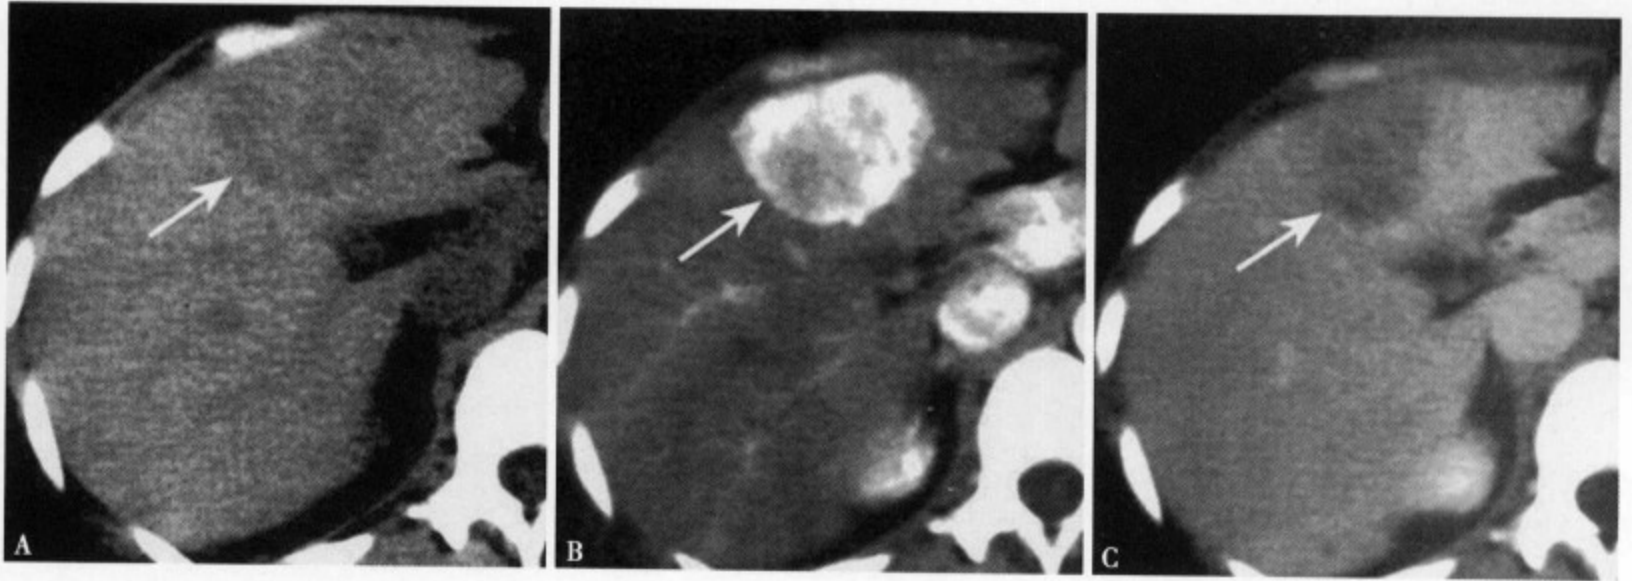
CT平扫 (A) 肝左叶内侧段隐约见一低密度肿块, 边缘不清楚; 增强 CT 动脉期 (B) 病灶呈明显强化, 密度不均匀, 边缘完整清楚, 约 3.5cm × 4.2cm 大小; 平衡期 (C) 病灶无强化, 呈边缘不清的低密度影
